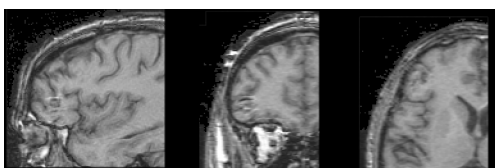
IRM du patient 7 : Coupes sagittale, coronale et axiale. Le cavernome est visible dans le gyrus frontal inférieur.
